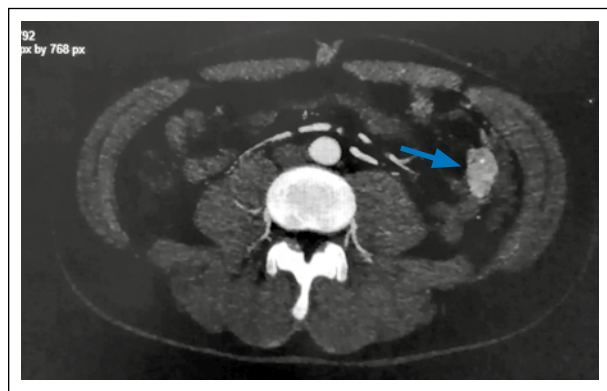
Angiotomografía abdominal, fase venosa temprana, extravasación de contraste a nivel de yeyuno medio (flecha azul).
